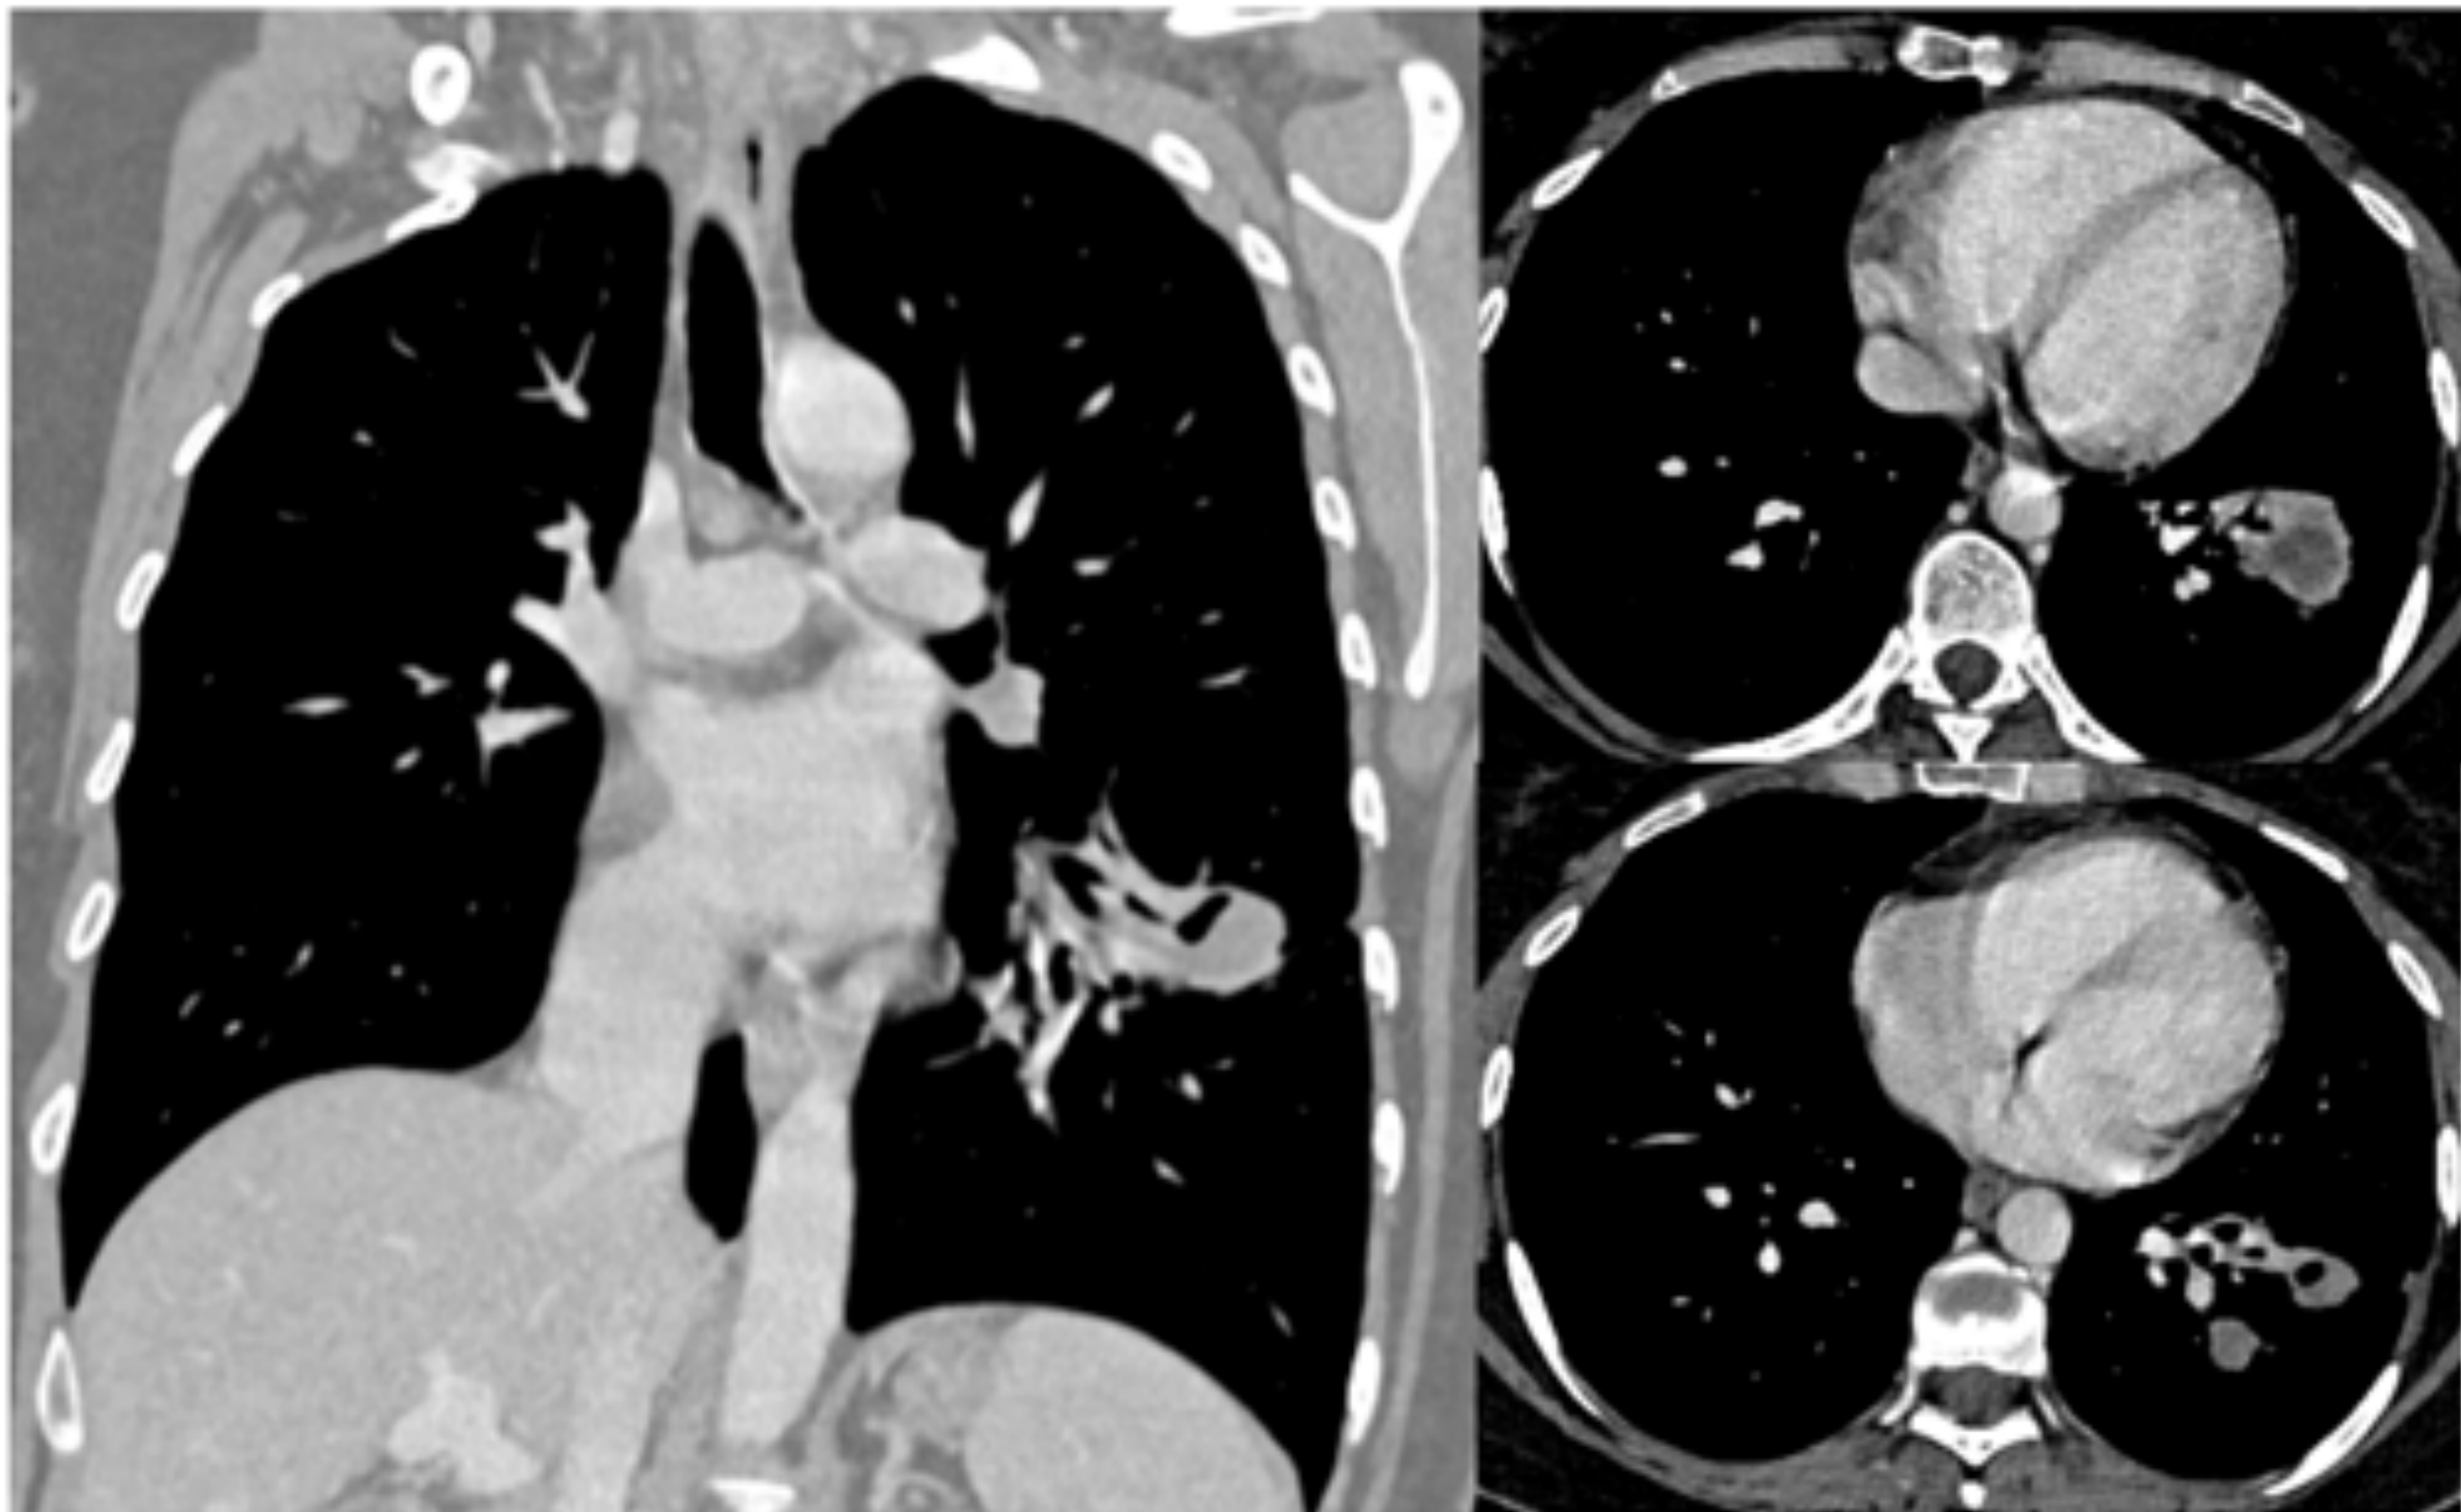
TC de tórax con CIV, ventana de partes blandas, cortes coronal (a) y axiales (b,c). Paciente de 37 años, tos, expectoración y febrícula de 1 mes de evolución. Bronquiectasias y broncoceles en relación con enfermedad tuberculosa, confirmada por cultivo de esputo.
